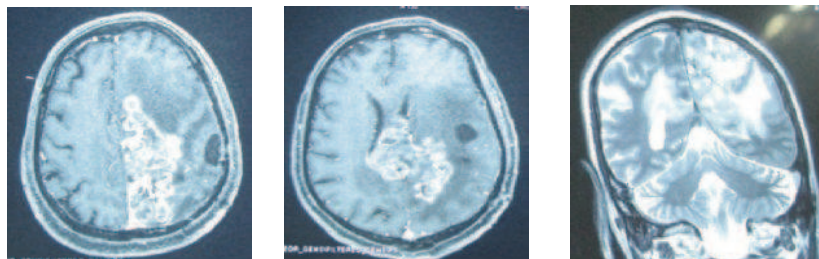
IRM post opératoire révélant une importante récurrence tumorale d'aspect hétérogène en T1 avec injection de Gadolinium avec des zones de nécrose et d'hémorragie en séquence FLAIR. Cette lésion envahit de façon importante la partie post du corps calleux ainsi que le ventricule latéral homolatéral et le carrefour ventriculaire.
